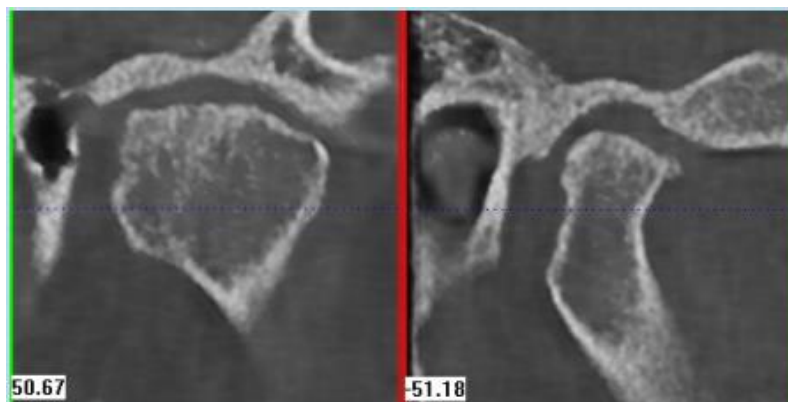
Tomografía. Alteración del patrón trabecular normal con espacios medulares irregulares, hipo e hiperdensos con la presencia de zonas lacunares hipodensas. Cortes coronal y sagital de ATM (Romero & Veloso).
